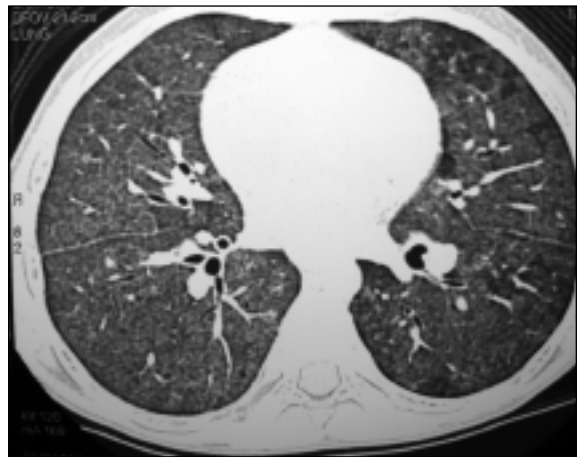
Tomografia computadorizada de tórax mostrando padrão alvéolo-intersticial difuso, com imagens em vidro fosco e espessamento dos septos interlobulares.
